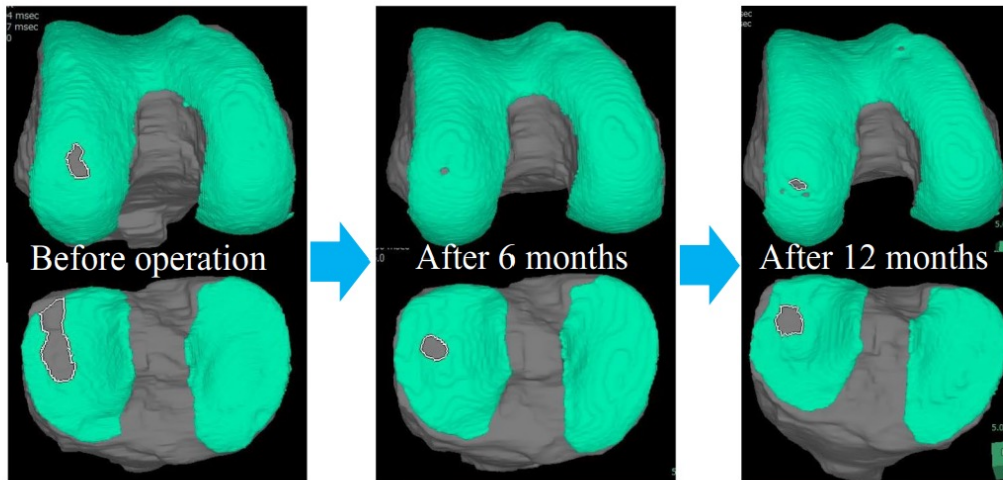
Clinical course of cartilage area evaluated by MRI (3D image rendered by SYNAPSE VINCENT)
